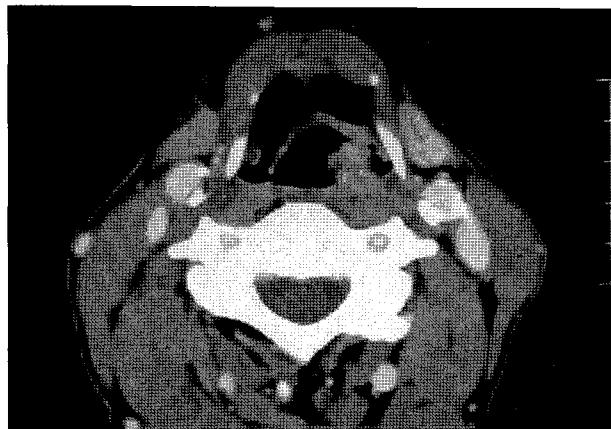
A CT scan showing a fungating mass in left posterior hypopharyngeal wall.
